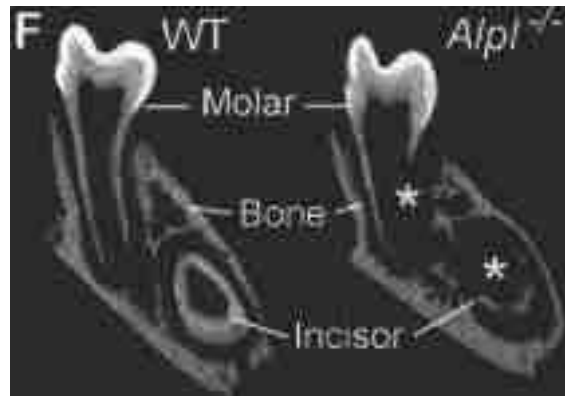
Micro-CT d'une incisive et d'une molaire mandibulaire chez des souris WT et HPP au 14^e jour post-natal (22).
